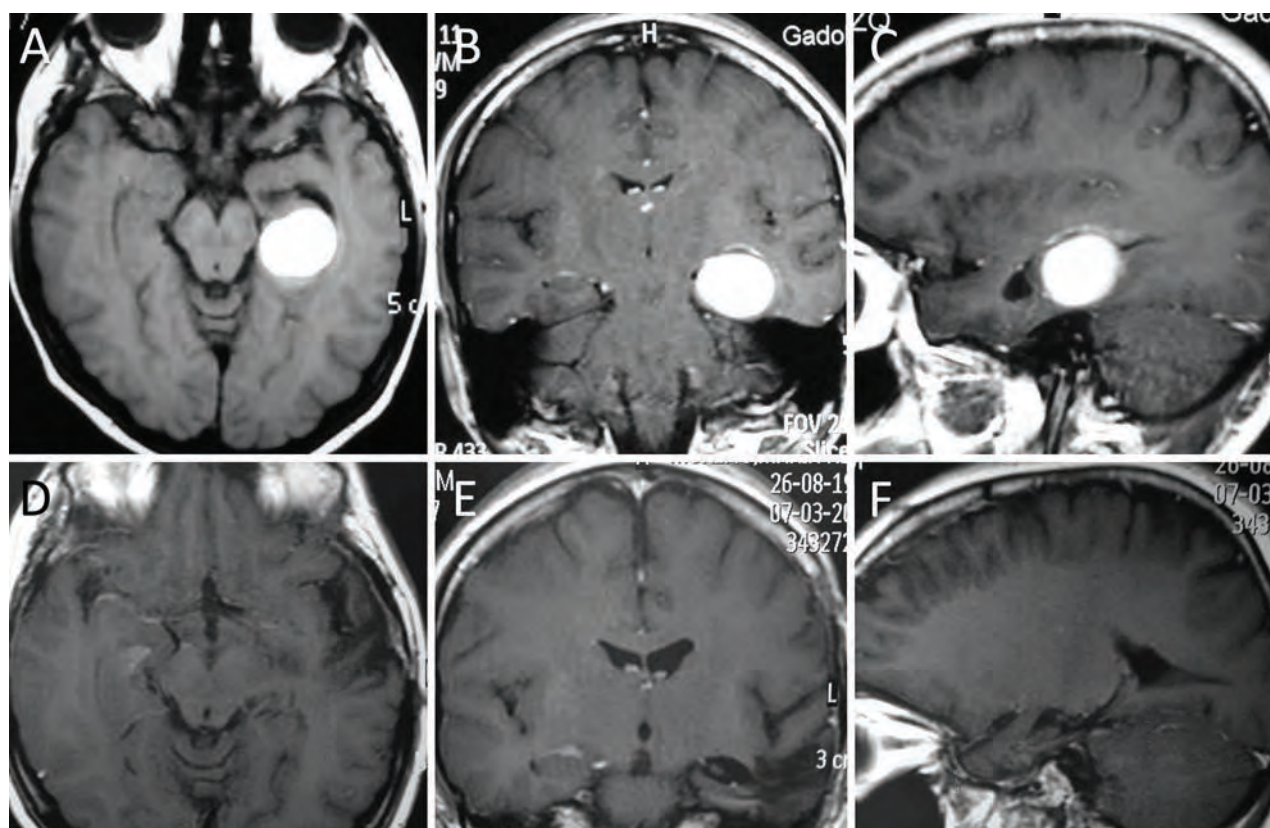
A-C, RM que muestra una lesión redondeada, que sangró, en el sector medio de la RTM izquierda. Se realizó un abordaje transtemporal (lobectomía temporal anterior). D-F, RM postoperatoria, mostrando una exéresis completa de la lesión. La anatomía patológica informó cavernoma. Es importante destacar que este fue el único caso donde se realizaron dos cirugías, ya que en la primera RM postoperatoria se observó una persistencia de parte del cavernoma. La segunda cirugía se realizó a través del mismo abordaje.
